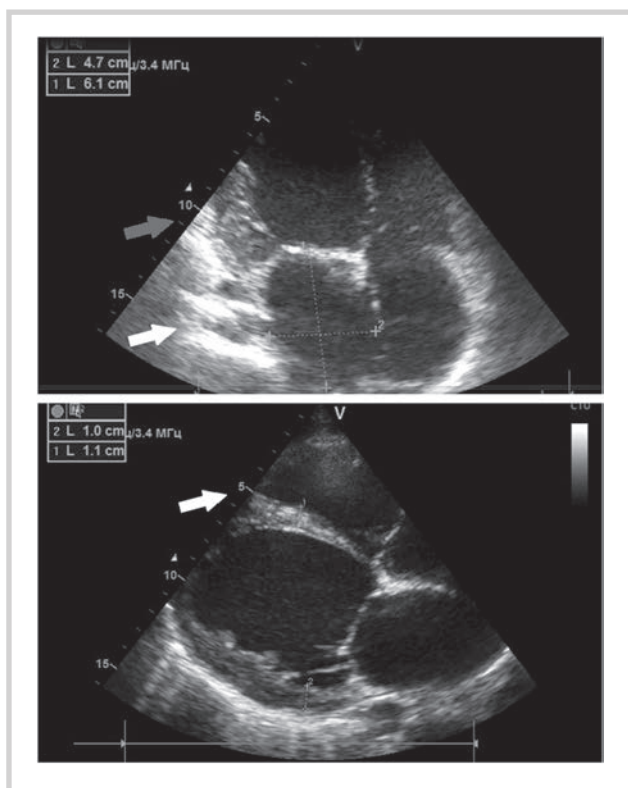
Эхокардиография пациента А.
